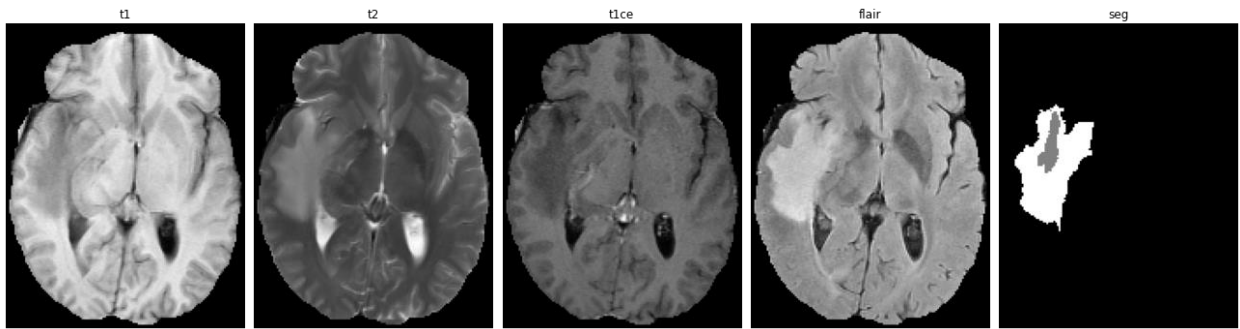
МРТ-зріз пацієнта з гліомою
